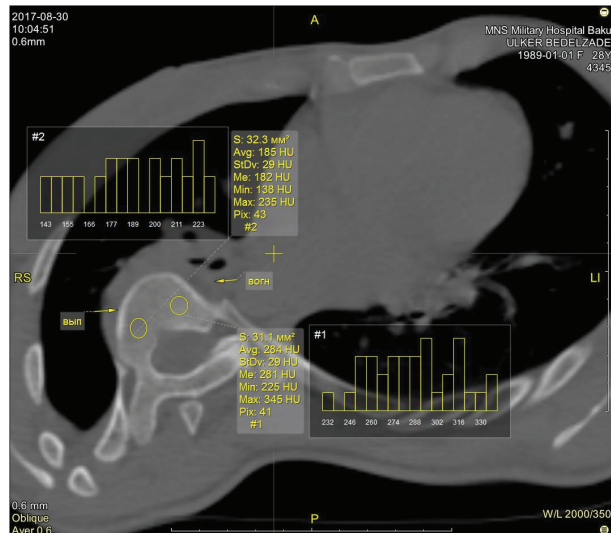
МСКТ грудного и поясничного отдела позвоночника больной идиопатическим сколиозом с деформацией в грудном отделе 100°. Аксиальные срезы. Измерение плотности с выпуклой и вогнутой стороны с построением гистограмм
